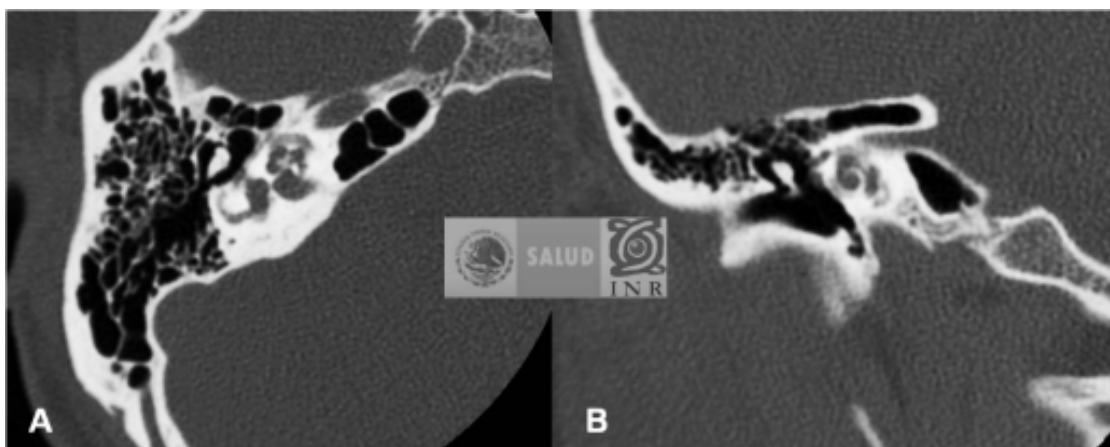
A. Corte axial de TC a nivel de la ventana oval. B. Corte coronal a nivel de la cóclea, donde se observan múltiples focos de baja densidad con involucro de la cápsula ótica.
